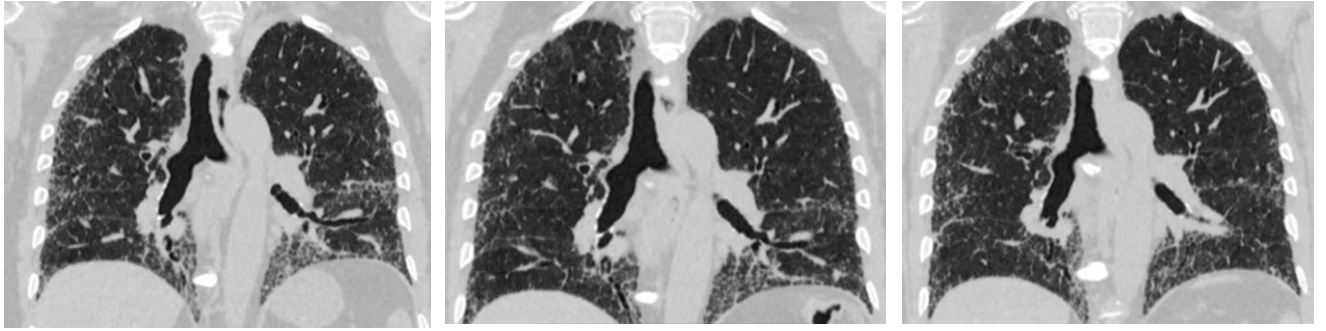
Компьютерная томография легких пациента Р. в динамике
